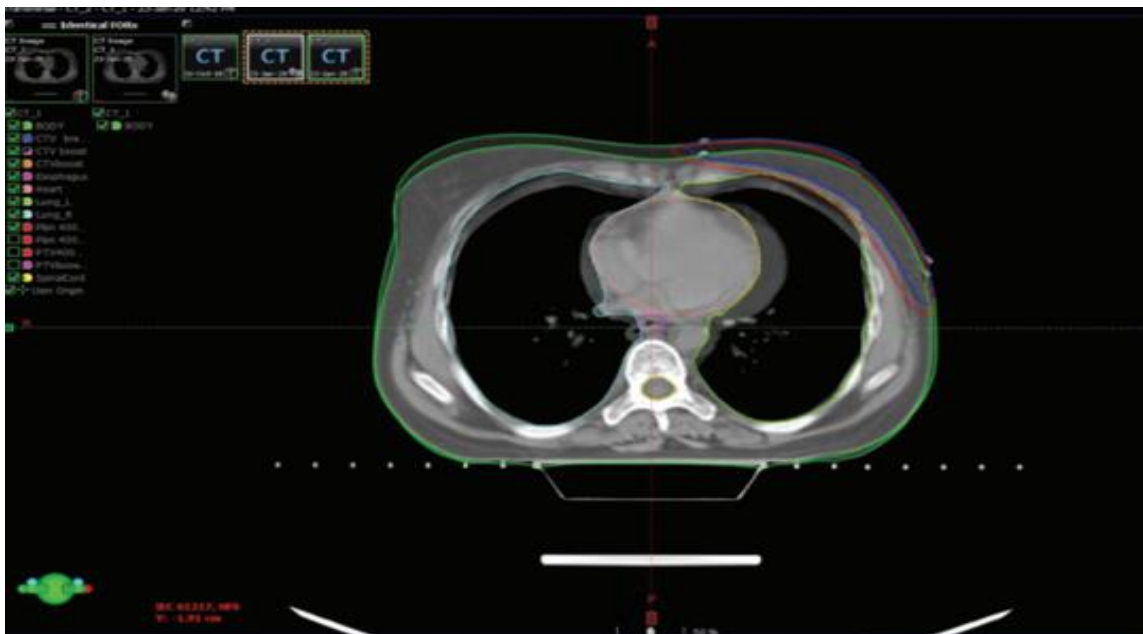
Fusão das sequências de imagens de TC adquiridas em RL e IF, demonstrando a variação da posição das estruturas anatómicas, com recurso à técnica *DIBH* (Islam et al., 2024).
